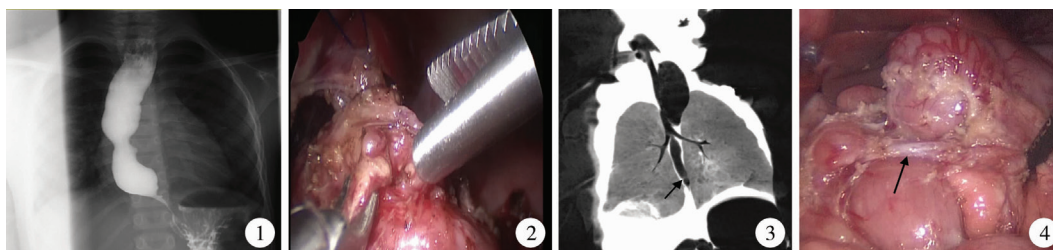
先天性食管狭窄患儿上消化道造影图 食管贲门连接处明显狭窄,呈“萝卜根”样 图2 先天性食管狭窄患儿腹腔镜下食管下段异位软骨 图3 先天性食管狭窄患儿生后气管及食管 CT 重建图 食管闭锁合并远端食管气管瘘及食管下段环形高密度影 图4 先天性食管狭窄患儿腹腔镜下十二指肠降段异位血管及环形胰腺
